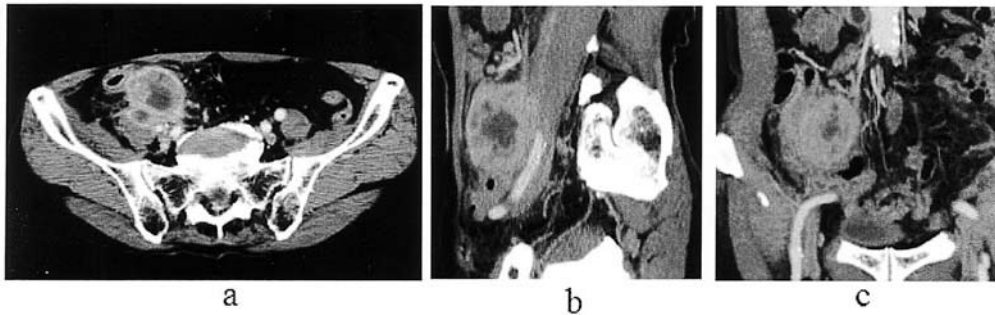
Images from abdominal computer tomography. Abdominal computed tomography from November of 2005 showed that the tumor invaded the right psoas muscle. a: cross image b: sagittal image c: coronal image
